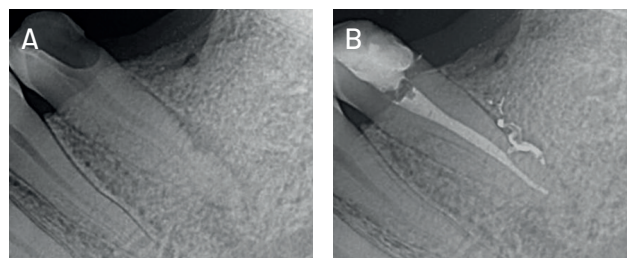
Caso 2, realizado en sesión única. (A) Radiografía preoperatoria. Se observa la presencia de un conducto lateral en dirección distal de la pieza dentaria 2.5. (B) Radiografía postoperatoria.
